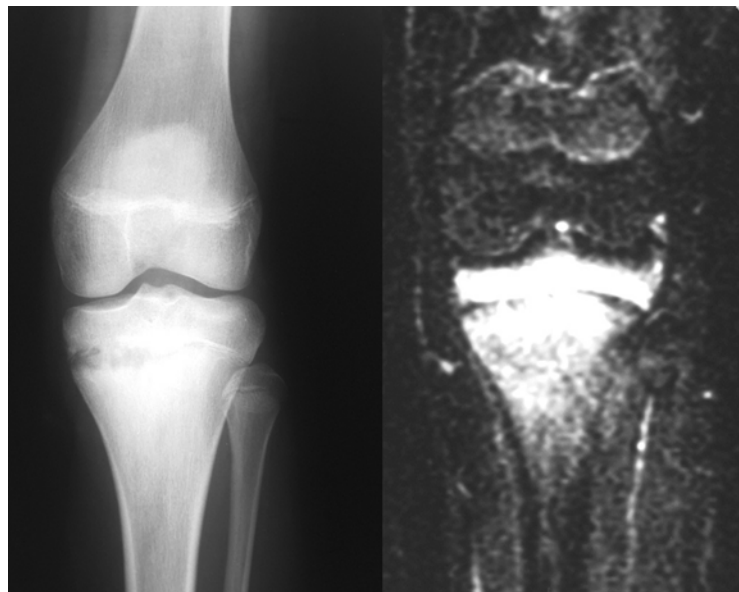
Radiographie conventionnelle (à gauche) montrant un vaste processus lytique de la face médiale de la métaphyse tibiale proximale adjacente au cartilage de croissance avec ostéite marquée impliquant à la fois l'épiphyse et la métaphyse tibiale et à l'IRM, image coronale STIR (à droite) du genou montrant un œdème de la moelle de l'épiphyse et la métaphyse mais aucun œdème autour des tissus mous. ^[15]
